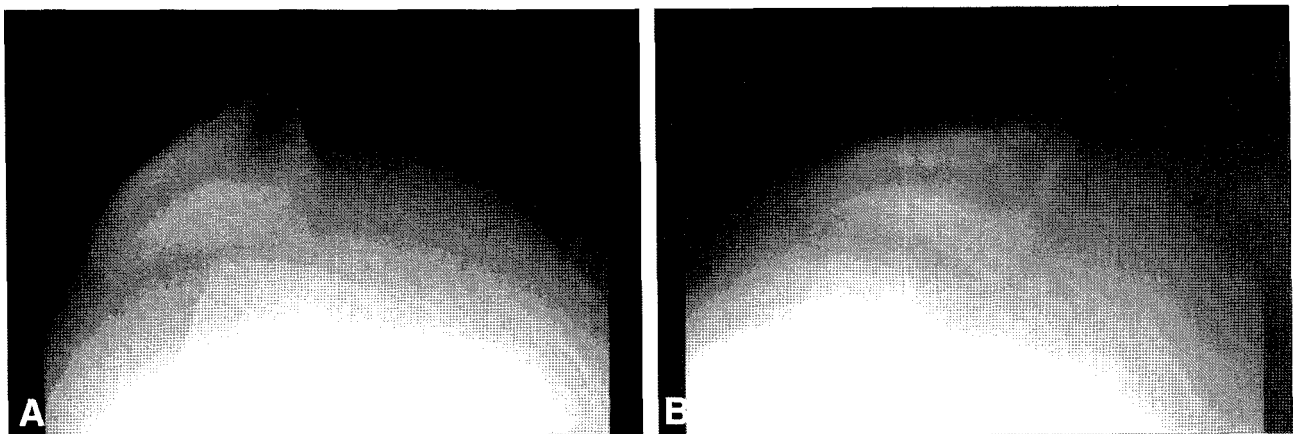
Radiographs show correction of the patella instability. (A) In Merchant view taken before the operation, the patella was tilted and subluxed laterally about half length of the lateral facet. (B) At three months after the operation, the patella was reduced over the femoral trochlea.
